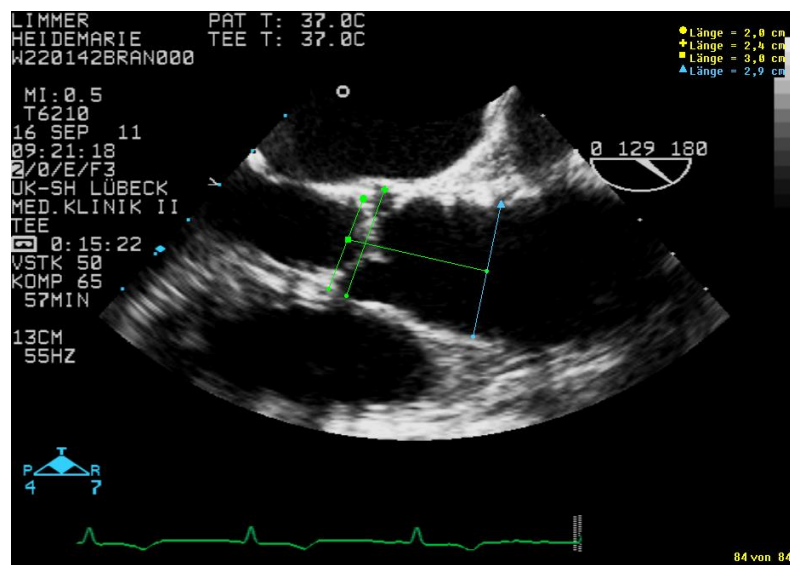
Echokardiografische Längsschnittaufnahme der Aortenwurzel.
